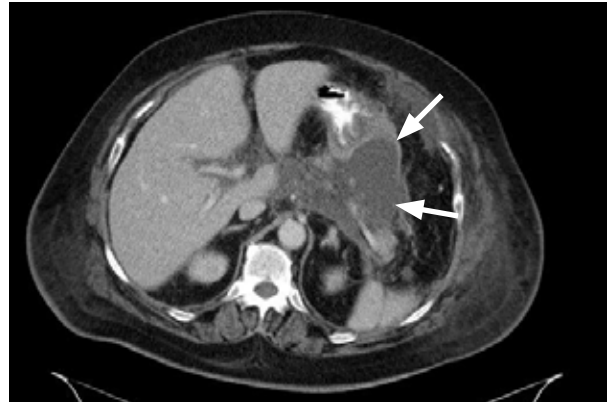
CT-Abdomen: Nachweis eines Abszesses in der Bursa omentalis (= Raum zwischen Magen und Pankreas); wurde mit einer perkutanen Drainage versorgt
